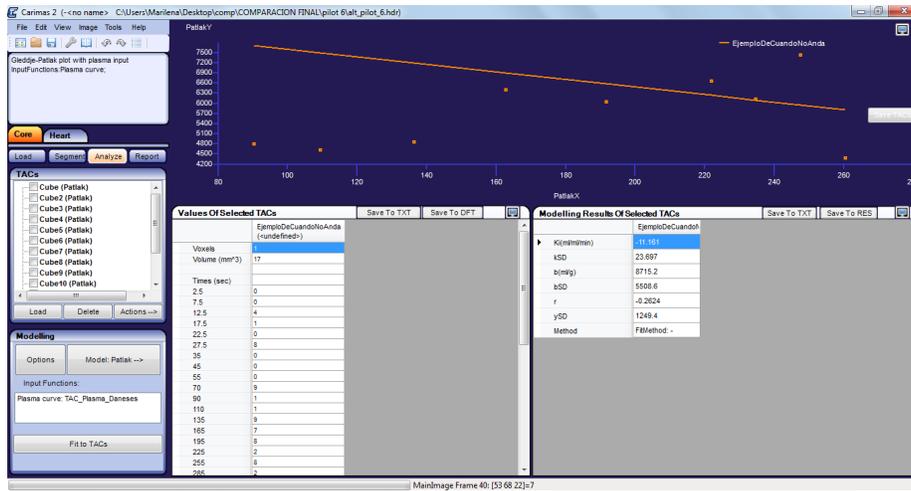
ejemplo de ajuste diferente entre el software del Centro Turku PET y el VyP
